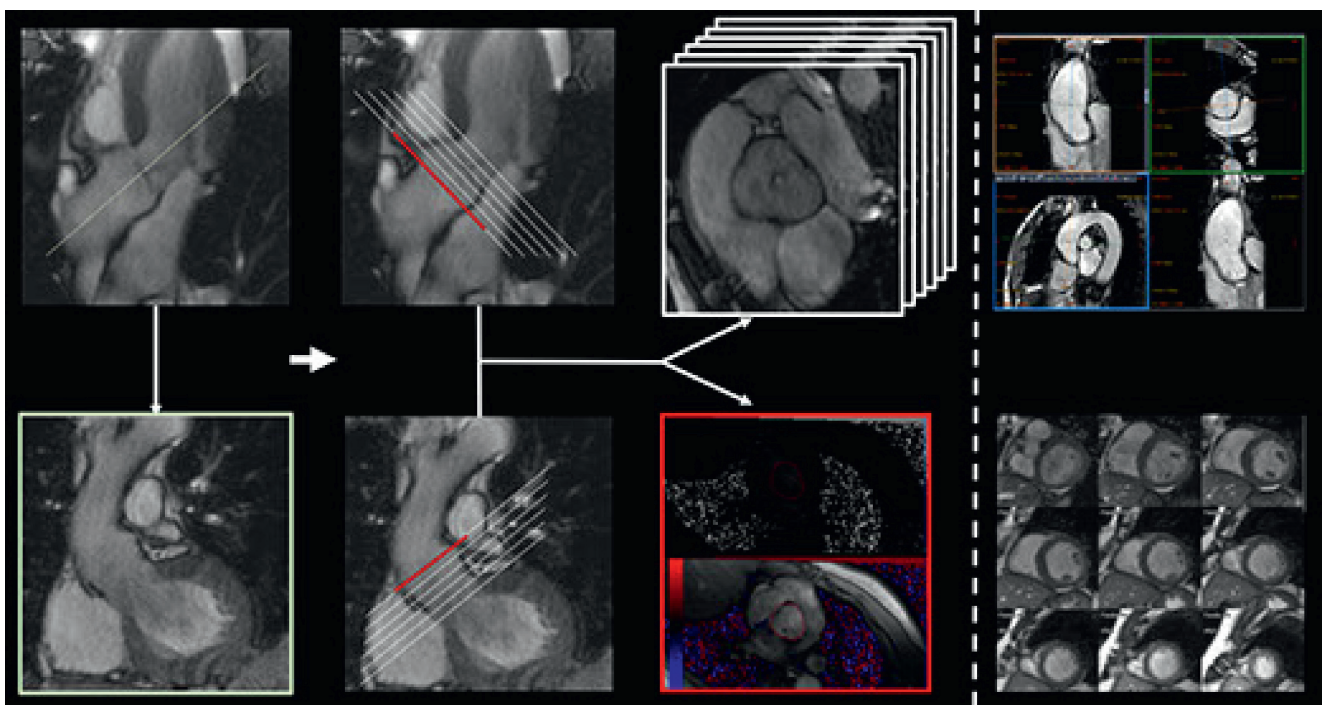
Acquisition en IRM. À partir de la coupe 3 cavités en haut à gauche, l'opérateur place un plan dans l'axe de l'aorte et de la valve aortique pour obtenir une coupe de la chambre de chasse (encadré vert). À l'aide de ces deux coupes orthogonales, perpendiculairement à l'aorte, il réalise ensuite l'acquisition d'une pile de coupe ciné-SSFP (blanc) et d'une série en contraste de phase (rouge). Ce placement peut être également obtenu à partir d'une séquence SSFP 3D sans injection (en haut à droite) pour réaliser les mesures des dimensions aortiques. Réalisation également systématique d'une pile de coupes petit axe pour l'estimation des dimensions ventriculaires gauches. SSFP : *Steady-State Free Precession*.
